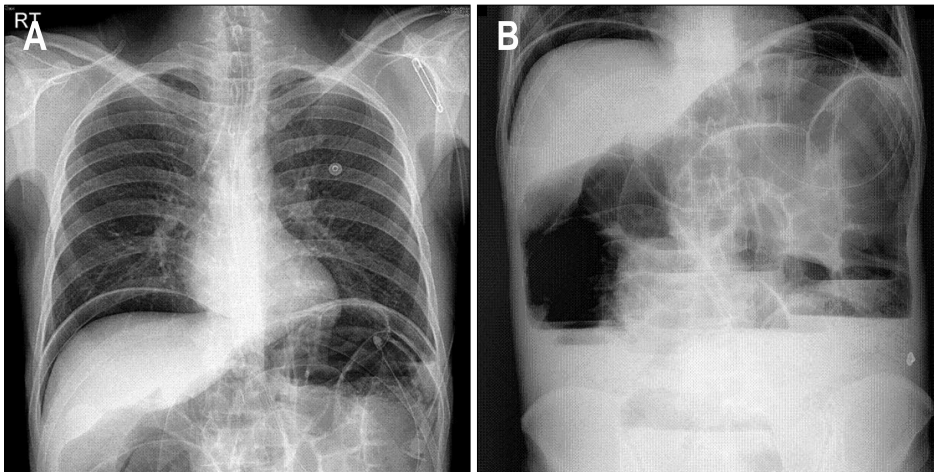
Initial (2008-02-04) chest x-ray (A) and abdomen x-ray (upright) (B) showed massive free air in abdomen.
